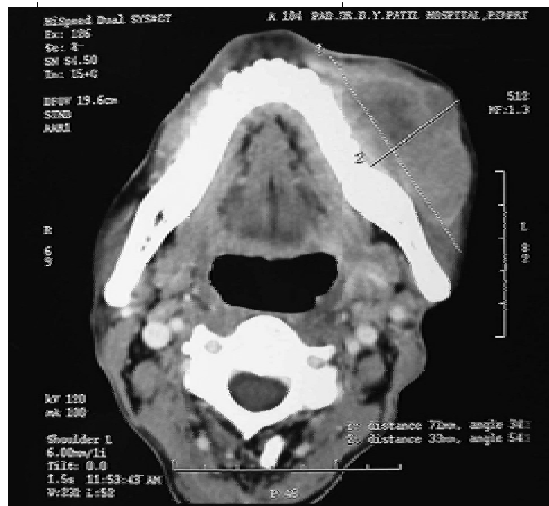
La tomografía axial computarizada muestra una masa de 7.1 x 3 x 3 cm en la región izquierda mandibular, sin destrucción ósea.<sup>21</sup>
